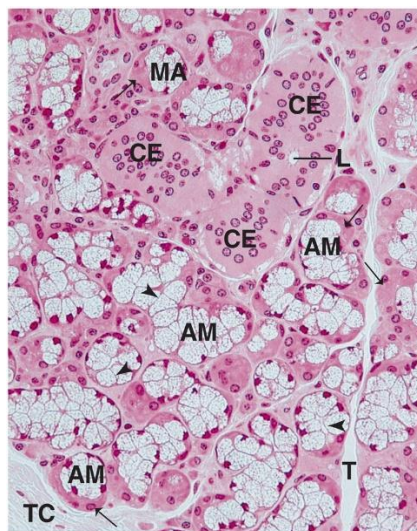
Micrografía a aumento medio de una glándula sublingual que muestra cortes de uno de los conductos estriados (CE) con una luz central (L). Obsérvese que los núcleos están situados más o menos centralmente dentro de las células que componen el conducto. Los acinos mucosos (AM) están compuestos de varias células cuyas membranas celulares están señaladas por *puntas de flecha* y están llenos de vesículas de secreción cuyo contenido se ha extraído durante la preparación de la muestra. Obsérvese que los núcleos de las células productoras de mucinógeno están localizadas basalmente y presentan una morfología aplanada. Las semilunas serosas (*flechas*) están compuestas de células serosas con núcleos redondos localizados centralmente. Los tabiques (T) de tejido conjuntivo (TC) dividen la glándula en lóbulos y lobulillos ($\times 270$).
